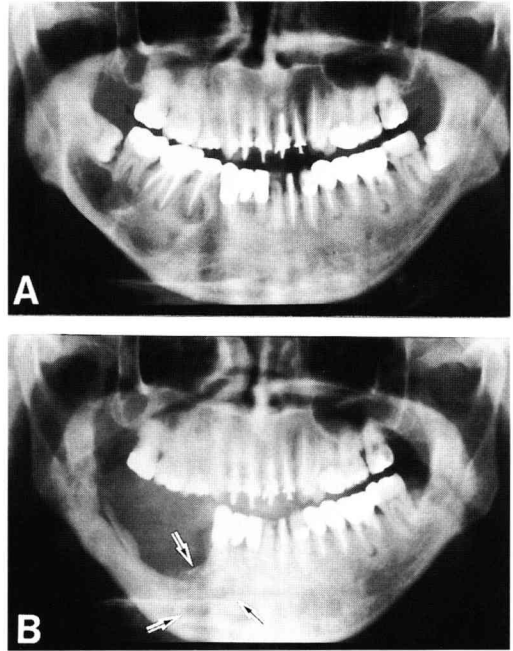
Panoramic radiograph of case 2
